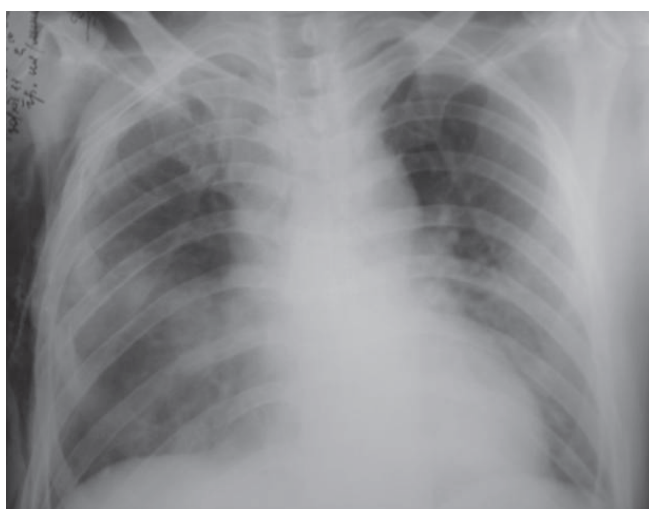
Рентгенограмма грудной клетки: ушиб правого легкого.
